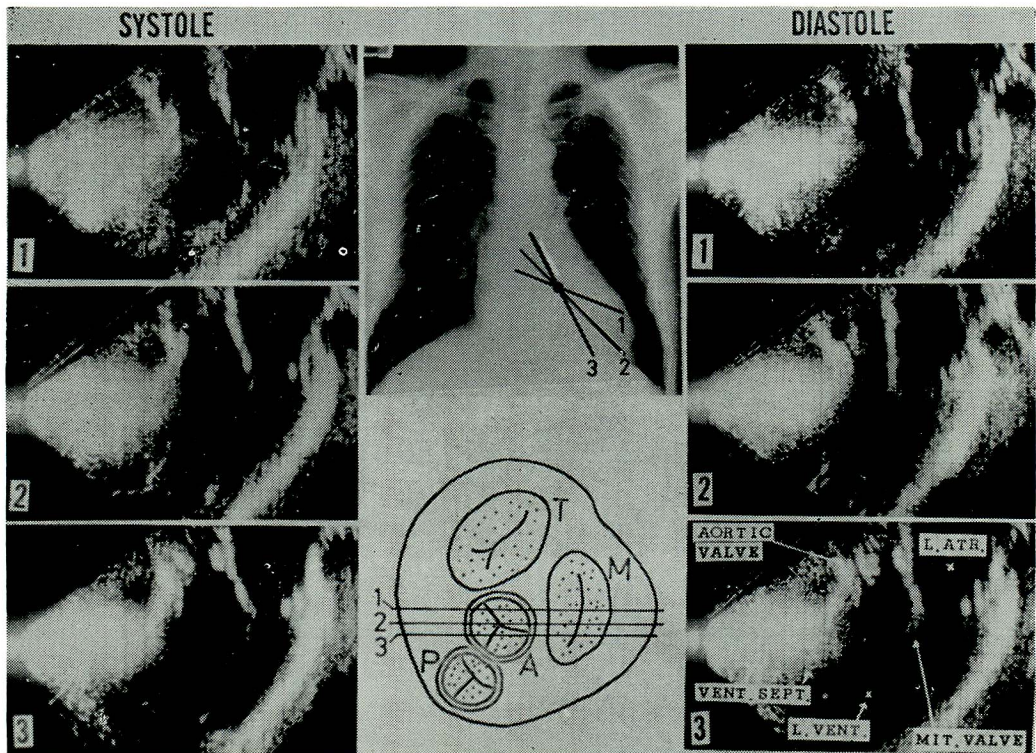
Ultrasono-cardiotomograms
